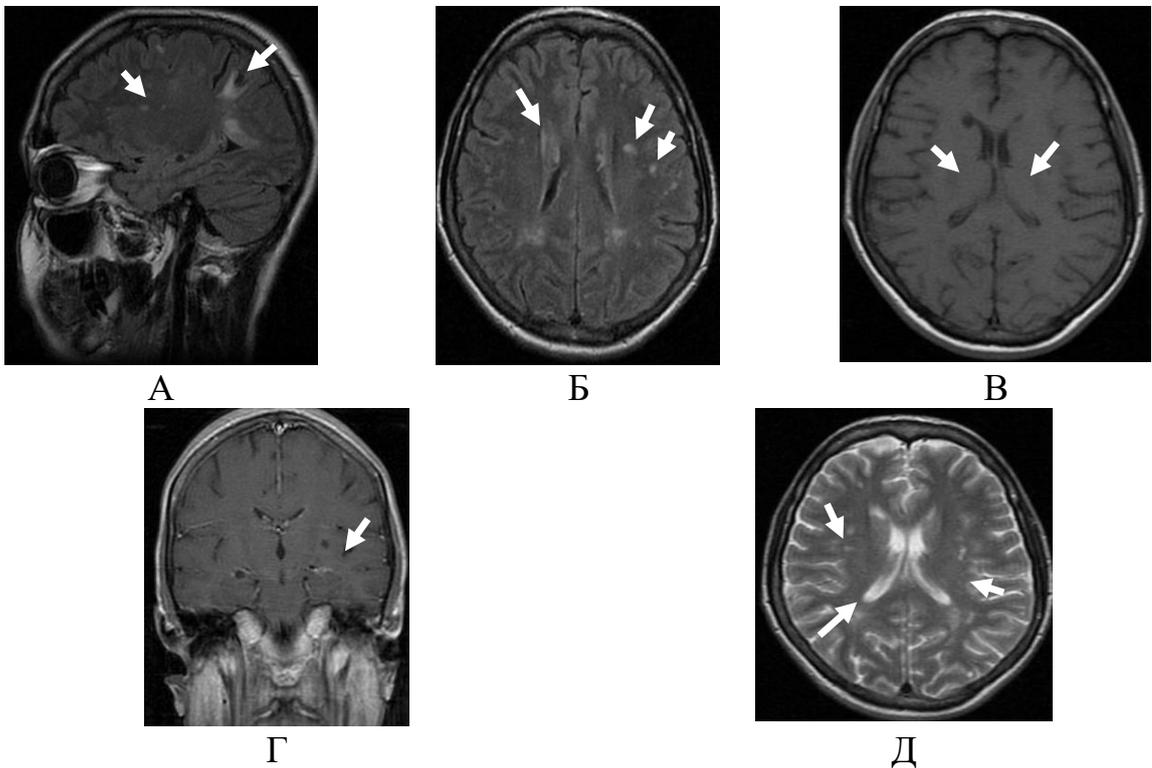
Криптококкоз ГМ у ВИЧ-инфицированного больного. А-Т2-ВИ, Б, В-Т2-FLAIR, Г-Т1-ВИ, Д-Т1+С.
